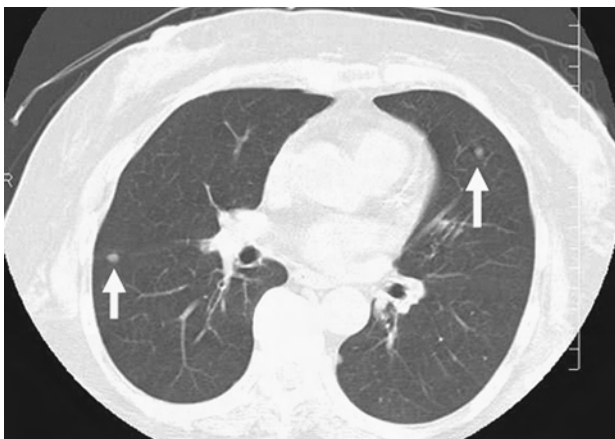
FOLFIRI 14コース終了後の胸部CT。両肺に転移を疑う結節影あり。
